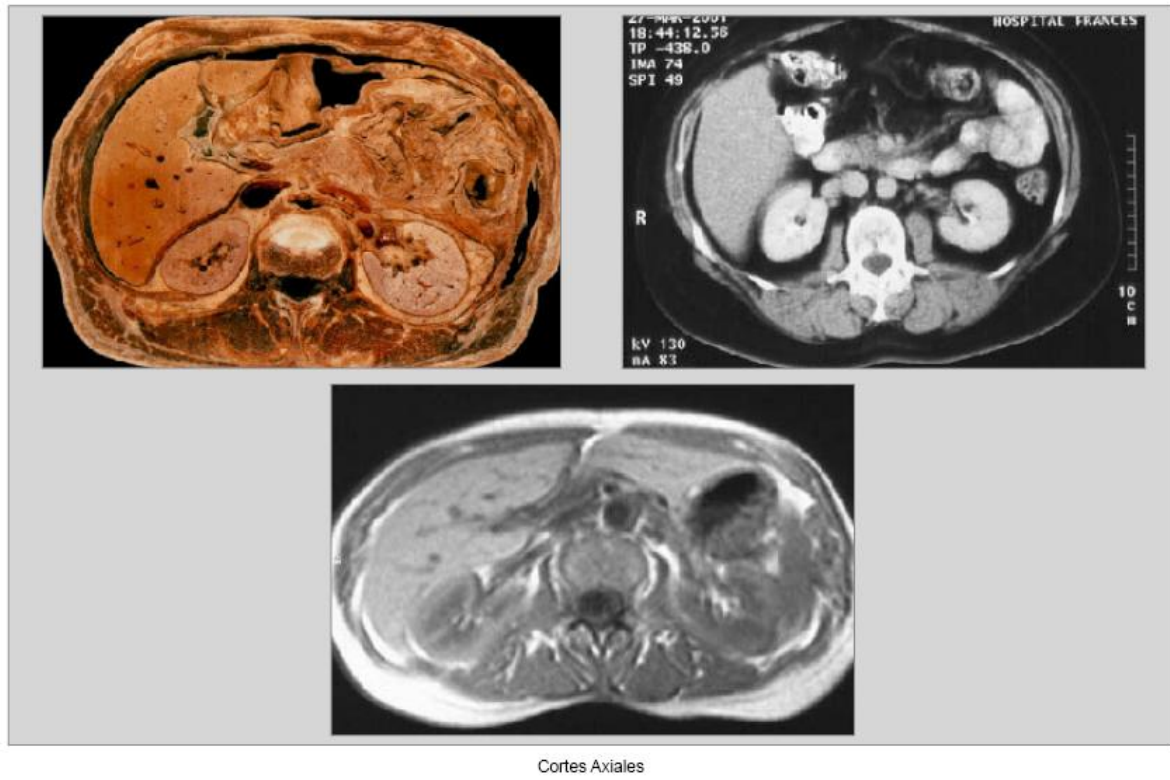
Se observan en comparación cortes anatómicos e imágenes de tomografía y resonancia nuclear magnética. La visualización de los espacios, fascias y órganos retroperitoneales refleja un alto grado de precisión en la identificación de los elementos.
